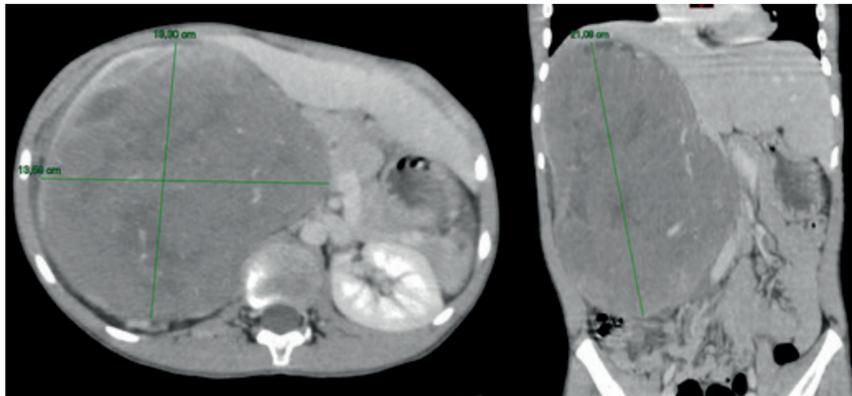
TC de Abdome Inicial - formação expansiva em rim direito (13,6 x 13,3 x 21cm – Vol. 2834cc), ultrapassando a linha média e com compressão extrínseca da veia porta, sem plano de clivagem com o lobo hepático direito.
